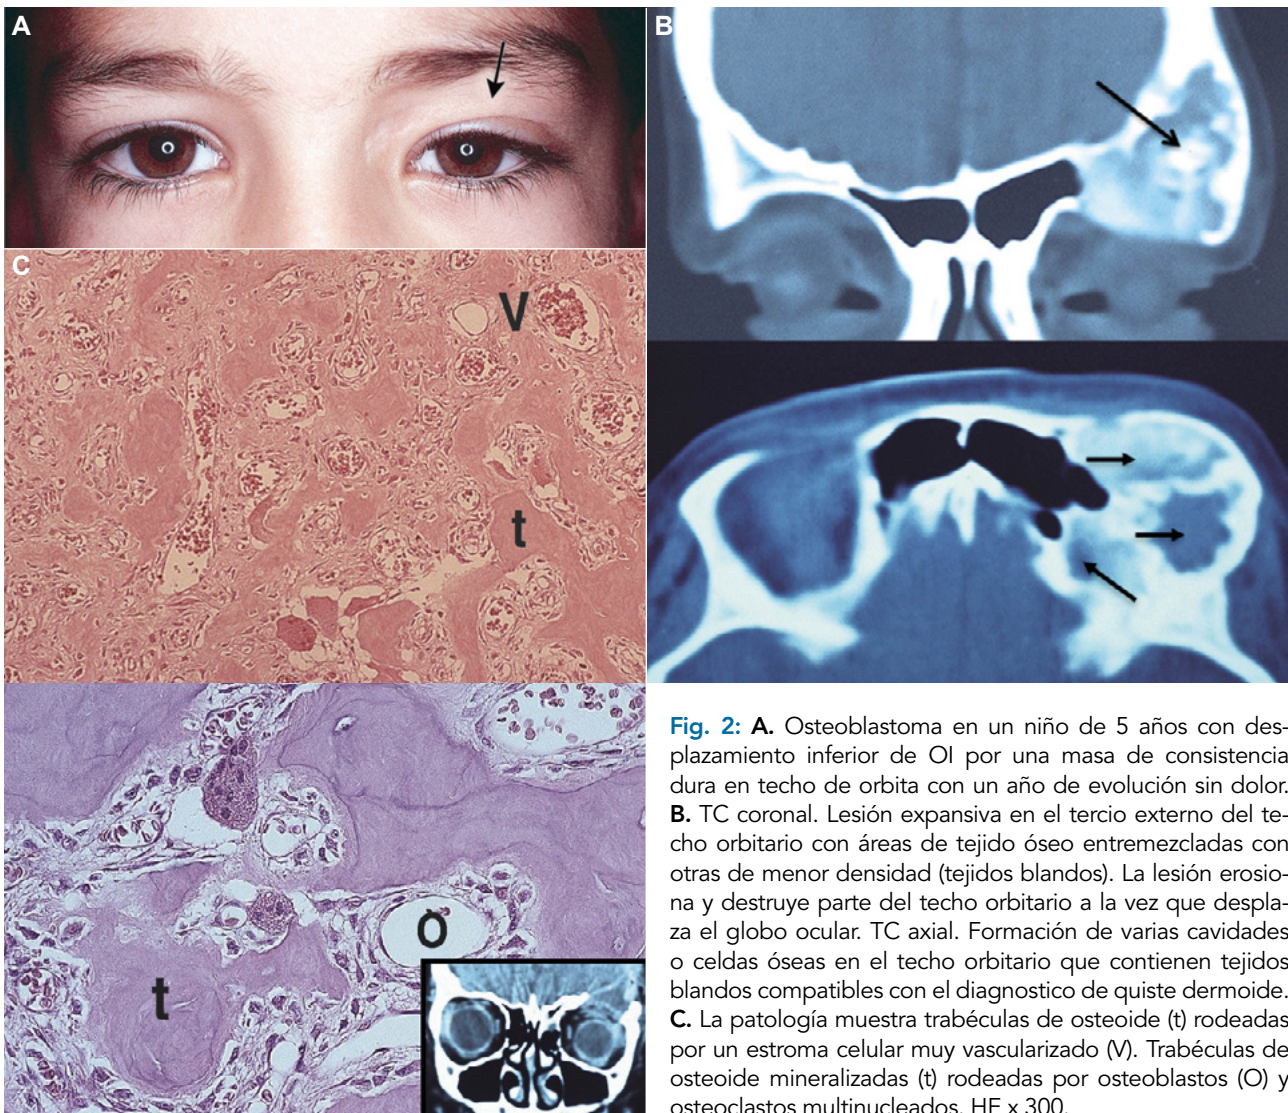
A. Osteoblastoma en un niño de 5 años con desplazamiento inferior de OI por una masa de consistencia dura en techo de orbita con un año de evolución sin dolor. B. TC coronal. Lesión expansiva en el tercio externo del techo orbitario con áreas de tejido óseo entremezcladas con otras de menor densidad (tejidos blandos). La lesión erosiona y destruye parte del techo orbitario a la vez que desplaza el globo ocular. TC axial. Formación de varias cavidades o celdas óseas en el techo orbitario que contienen tejidos blandos compatibles con el diagnóstico de quiste dermoide. C. La patología muestra trabéculas de osteoide (t) rodeadas por un estroma celular muy vascularizado (V). Trabéculas de osteoide mineralizadas (t) rodeadas por osteoblastos (O) y osteoclastos multinucleados. HE x 300.
